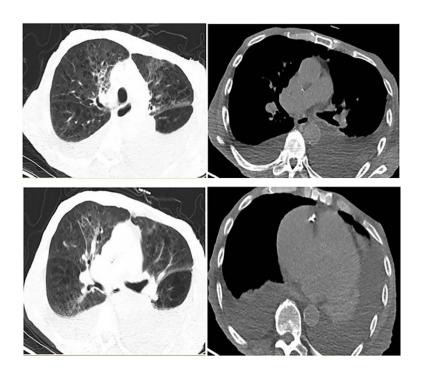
胸部 CT 双肺新发磨玻璃渗出影;双侧胸腔积液较前增多(2019年5月20日)
